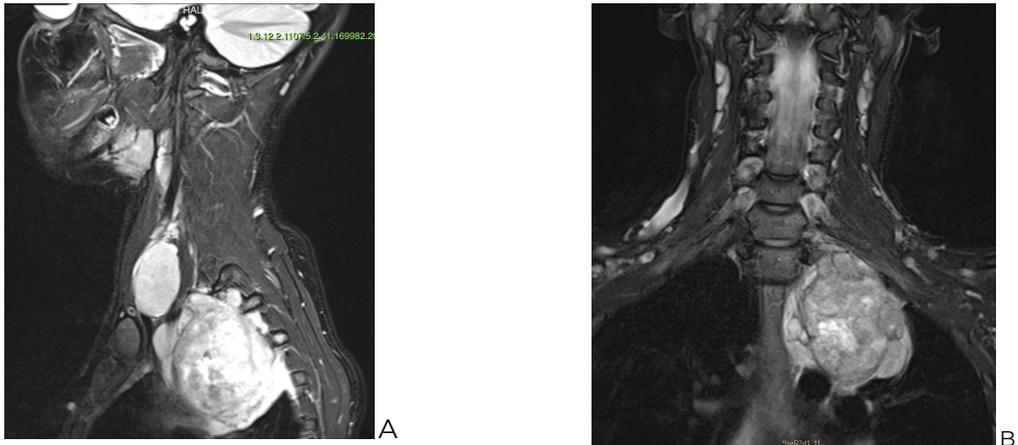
A: resonancia nuclear magnética, con corte parasagital, donde se evidencia masa a nivel superior del mediastino posterior izquierdo, con proyección loculada hacia hueco supraclavicular homolateral. B: corte coronal, donde se observa infiltración mediastínica.
